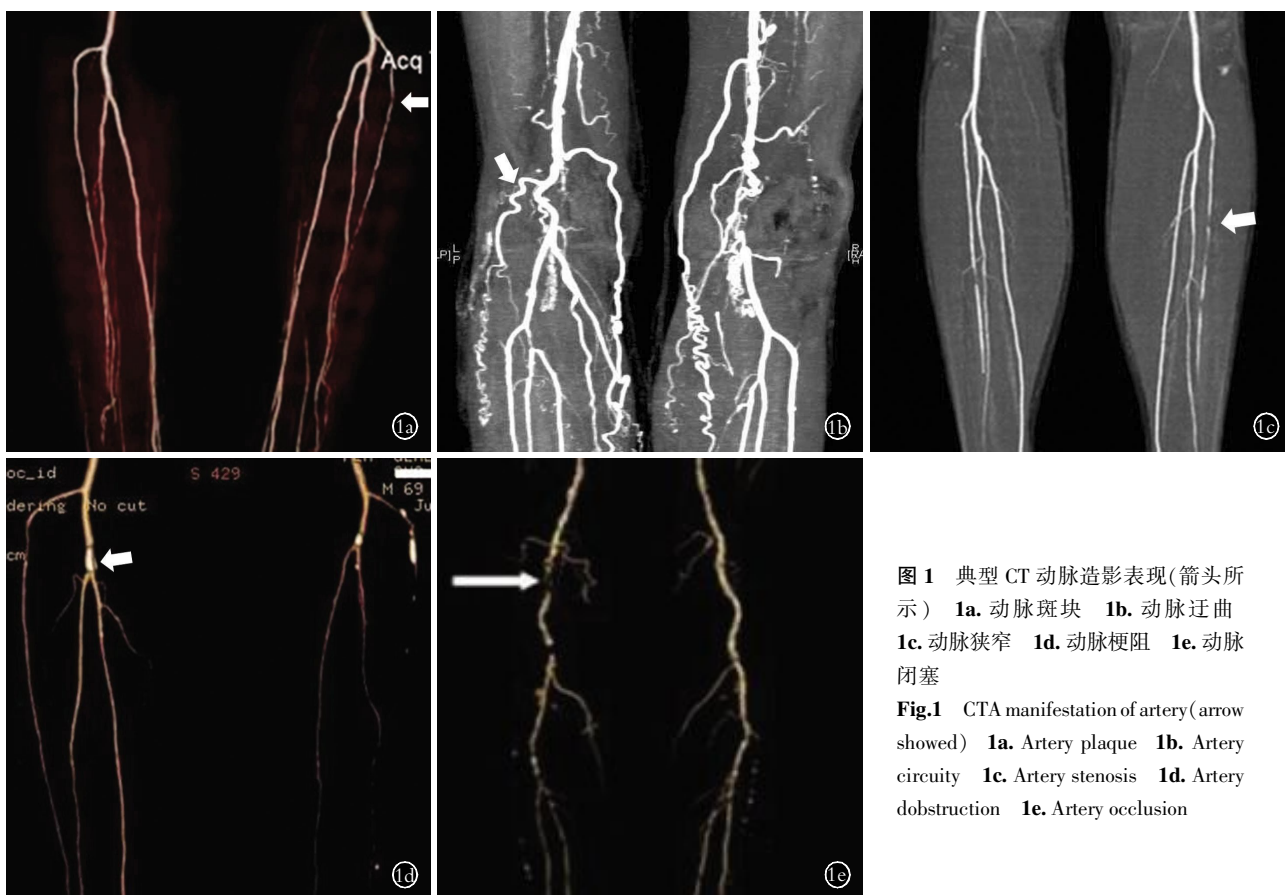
典型 CT 动脉造影表现(箭头所示) 1a. 动脉斑块 1b. 动脉迂曲 1c. 动脉狭窄 1d. 动脉梗阻 1e. 动脉闭塞
